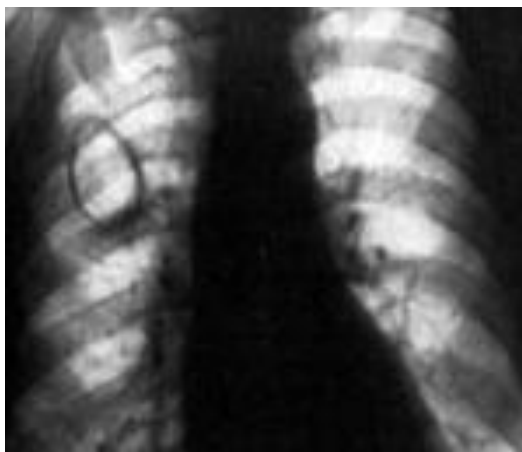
Рентгенограмма ОГК. Синдром кольцевидной тени. Распадающийся периферический рак
